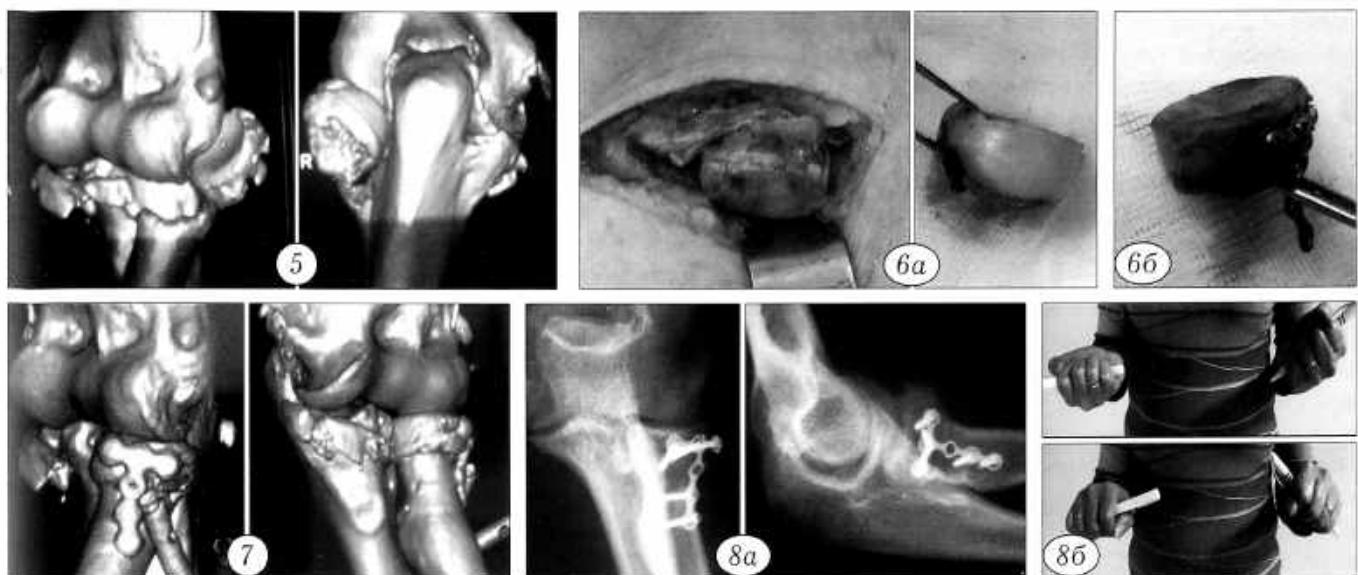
Больная Е. 57 лет. Компьютерные томограммы до операции.
